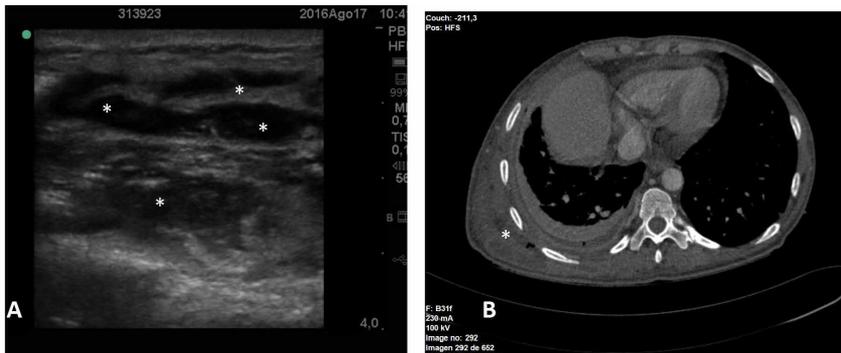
A: Absceso por empiema afectando al subcutáneo y capas musculares. B: TC del mismo paciente.
